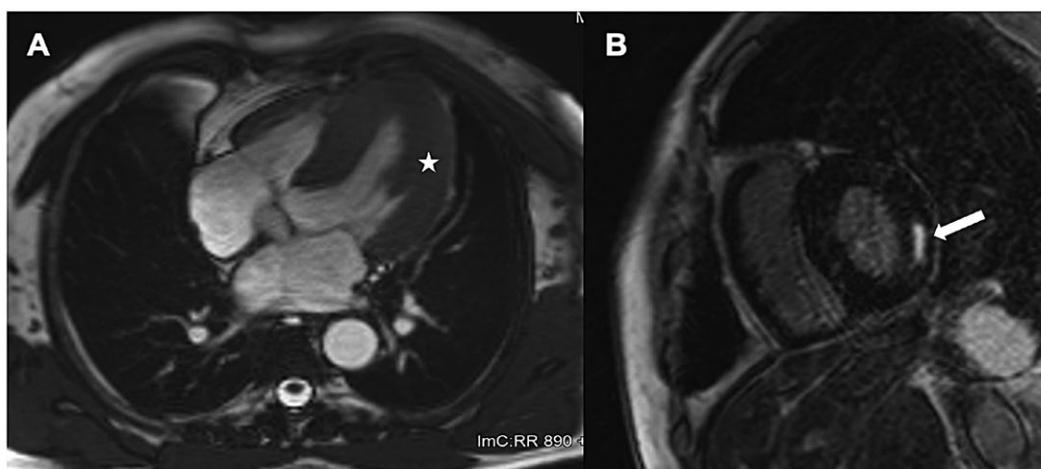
Ressonância magnética cardíaca. Painel A: Hipertrofia do ventrículo esquerdo (estrela); Painel B: Fibrose intramiocárdica (seta).
